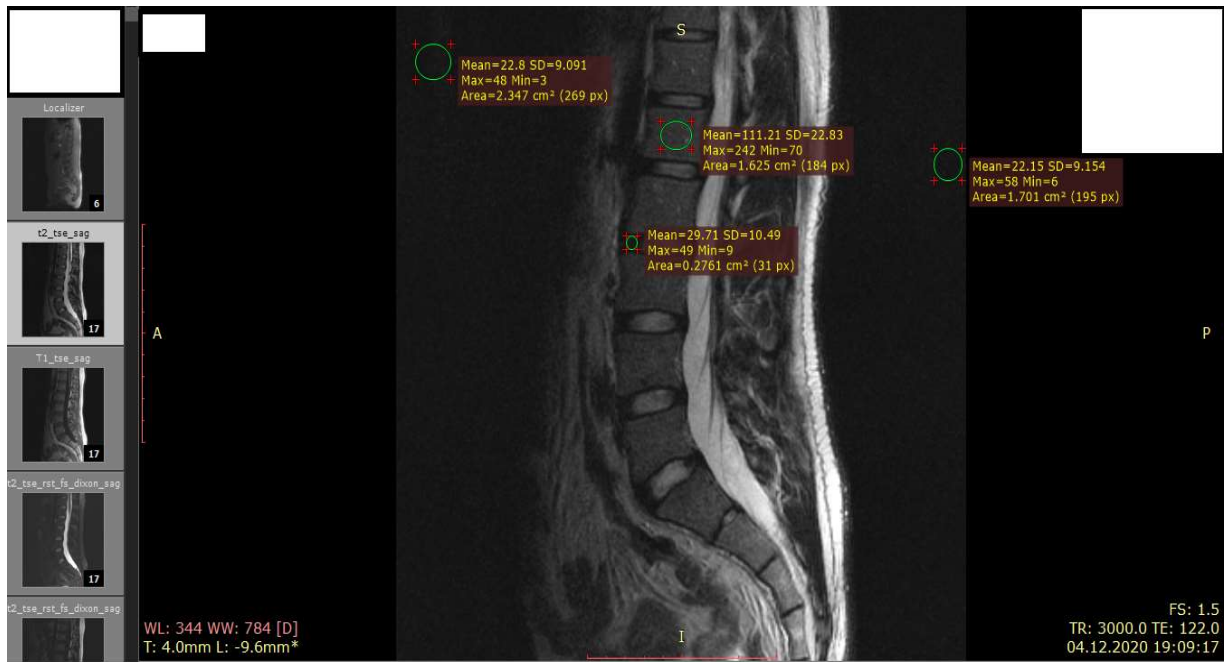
МРТ снимок позвонков с отмеченными на нем значениями
